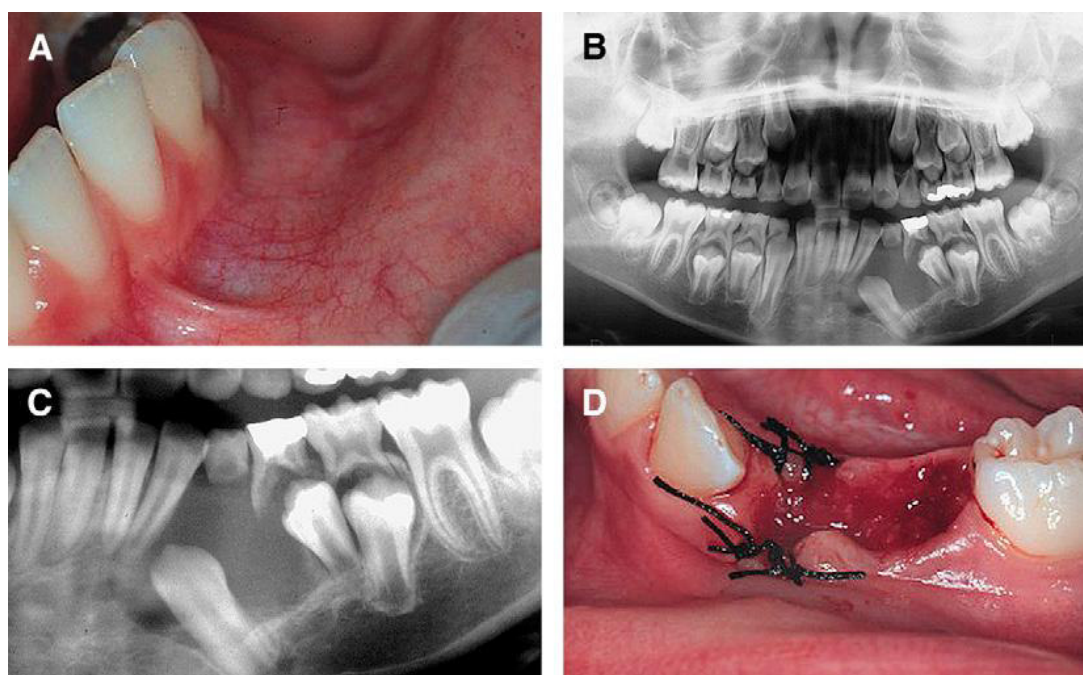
(A) Hinchazón intraoral inicial en el lado izquierdo de la mandíbula; (B,C) radiografías panorámicas iniciales muestran la lesión quística; (D) vista oclusal después de la marsupialización del quiste y extracción del canino deciduo y el primer molar.
